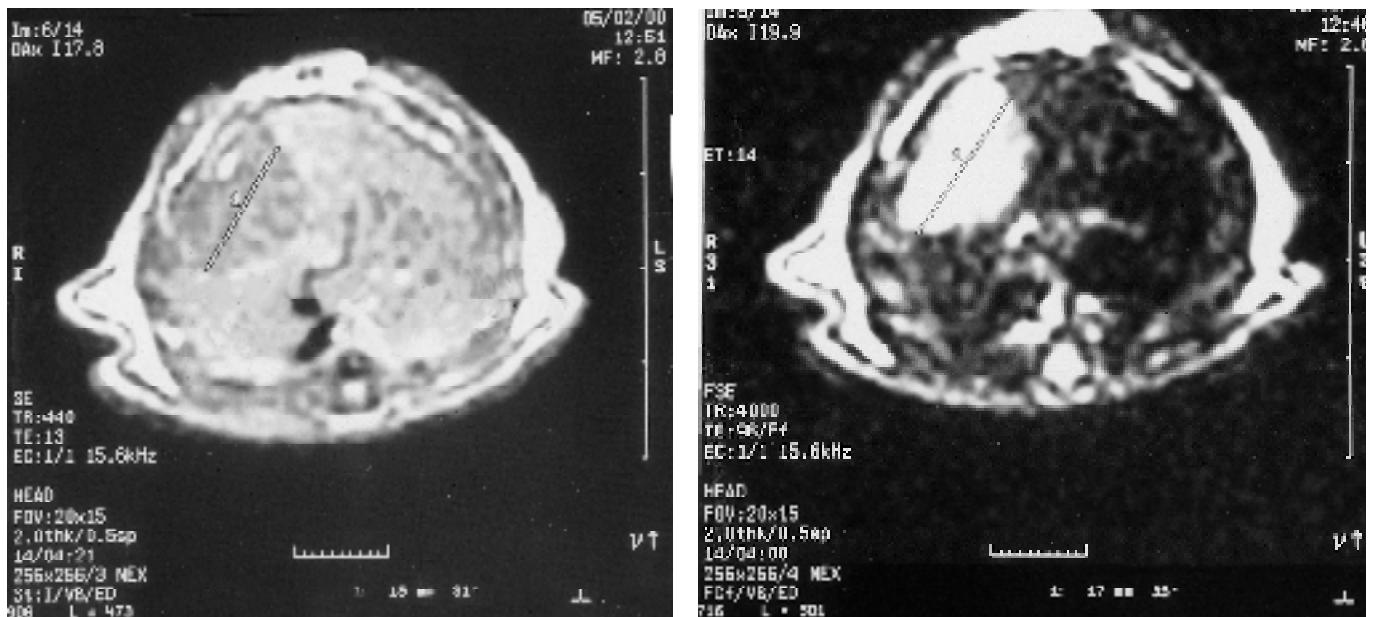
2b: RM addome: scansioni assiali T1 (a) e T2 (b) pesate: neoplasia del lobo dx di circa 15 mm, dopo 14 giorni dall'impianto.
